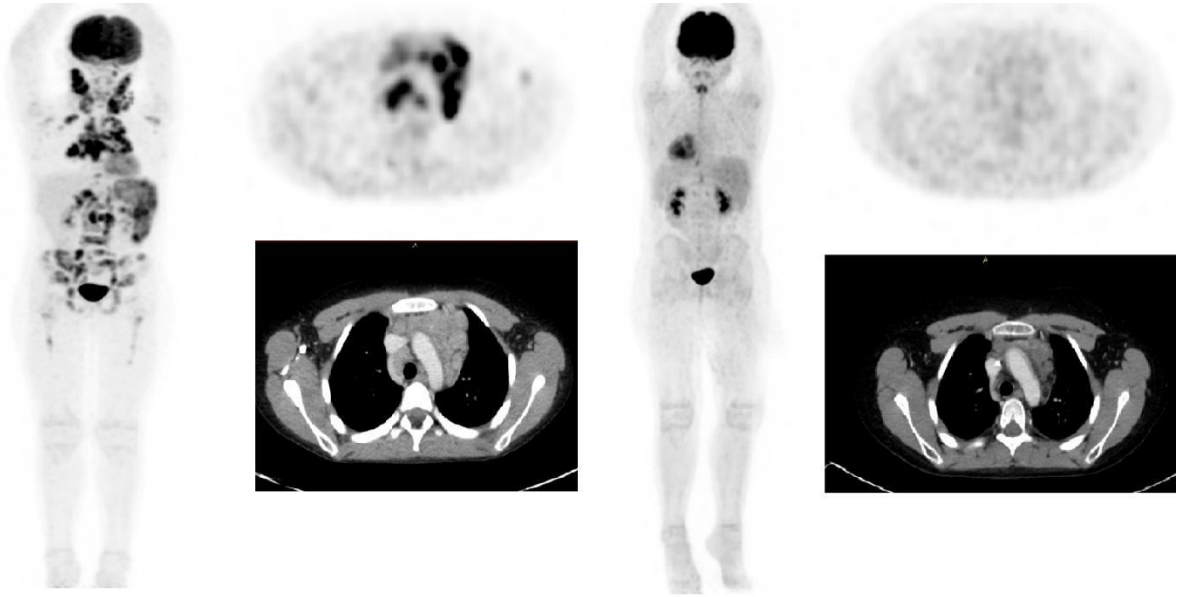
Paciente varón de 8 años con Linfoma de Hodgkin tratado con quimioterapia. Imagen A. PET/CT de etapificación con MIP que muestra adenopatías hipermetabólicas supra e infradiafragmática con compromiso esplénico y óseo, con cortes axiales a nivel mediastínico. B. PET/CT post tratamiento con disminución de tamaño y metabolismo de todas las lesiones.
